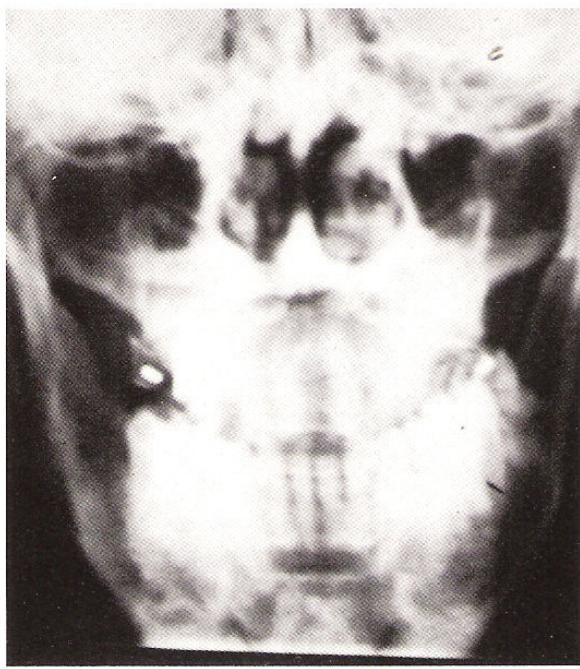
Post-op. x-rays of linear tomography.
